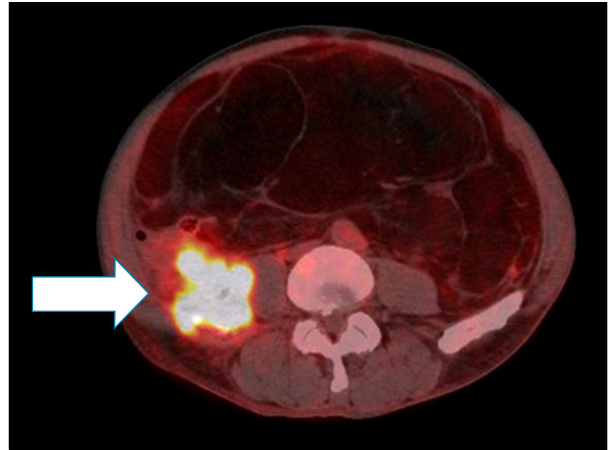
PET finding of abdomen showed increased ¹⁸F-FDG uptake (arrow) at solid portion shown in abdominal CT.
